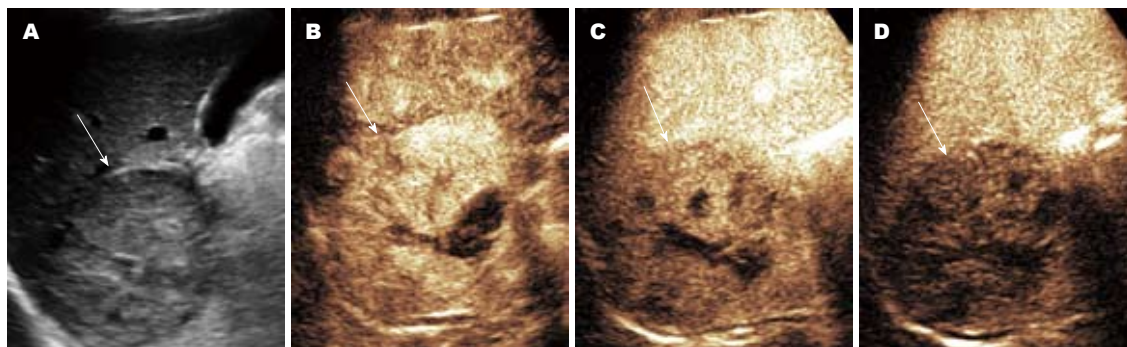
大肝癌超声造影表现. A: 右肝下份一大约7 cm×7.5 cm的稍强回声团块, 边界清楚, 形态较规则; B: 动脉期病灶呈不均匀增强; C: 门脉期病灶开始消退呈低增强; D: 延迟期病灶整体消退呈低增强, 团块中心可见3期不增强区域.
